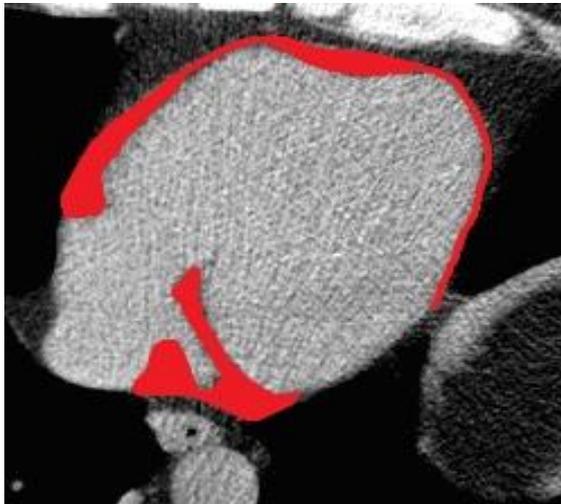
Измерение площади ЭЖТ на уровне желудочков по длинной оси (S1 ЭЖТ) 6,8 см²/7,5 см²($p>0,05$) на нативной и контрастной КТ
